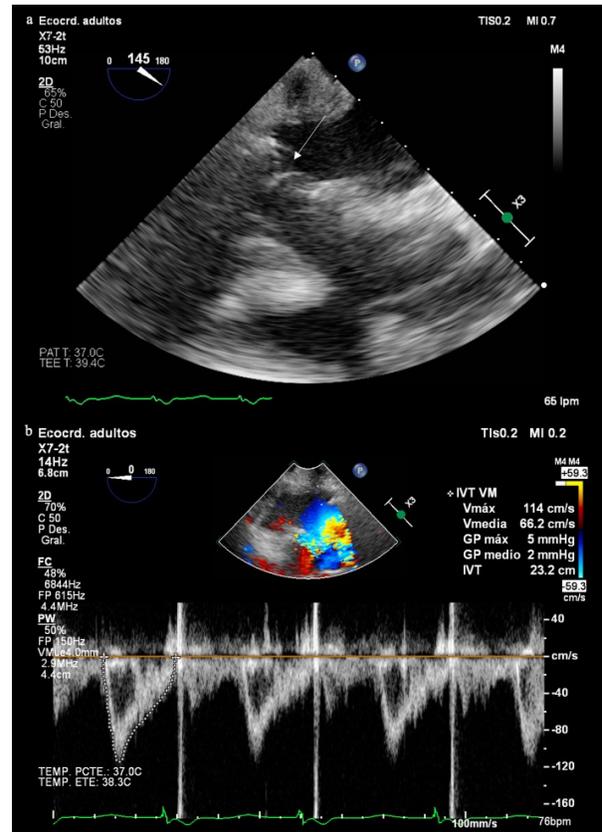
Ecocardiograma transesofágico postoperatorio. a: aproximación medioesofágica del ventrículo izquierdo en 3 cámaras, prótesis biológica en posición mitral (flecha). b. Doppler espectral de la prótesis biológica en posición mitral, con gradiente transvalvular medio normal (2 mmHg).
